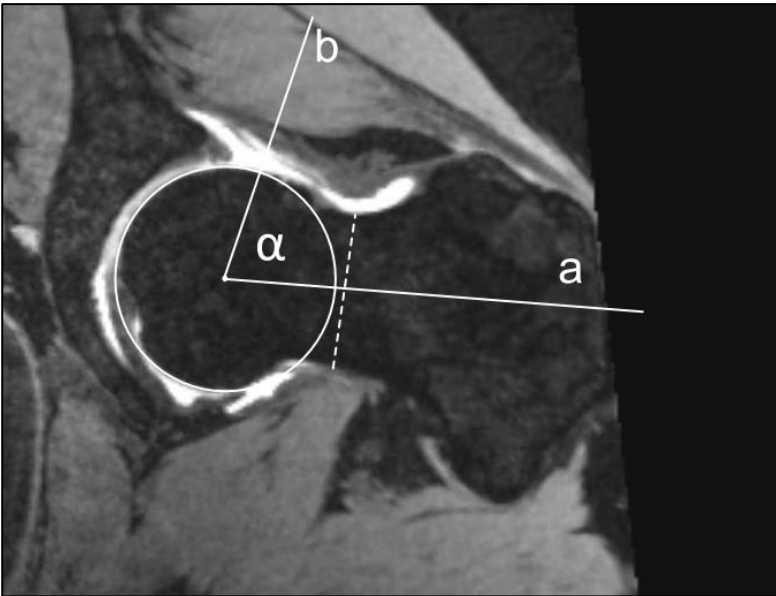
Alpha-Winkel, Ausschnitt MRT-Aufnahme - radiäre Rekonstruktion
